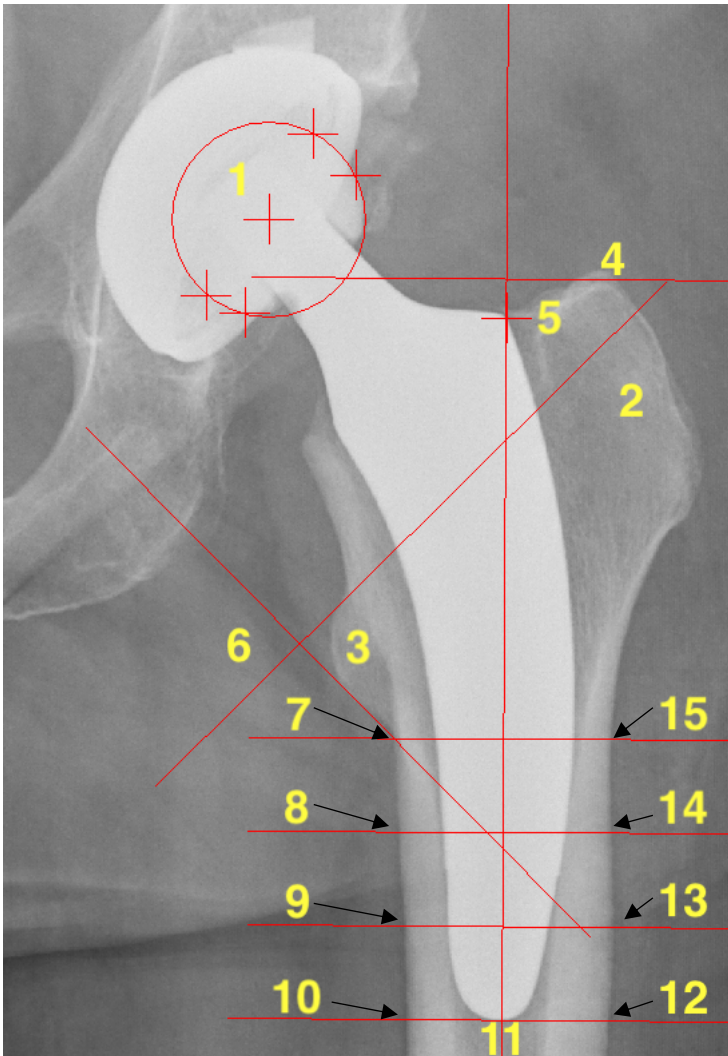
Anatomische Landmarkenmarkierung am Röntgenbild
